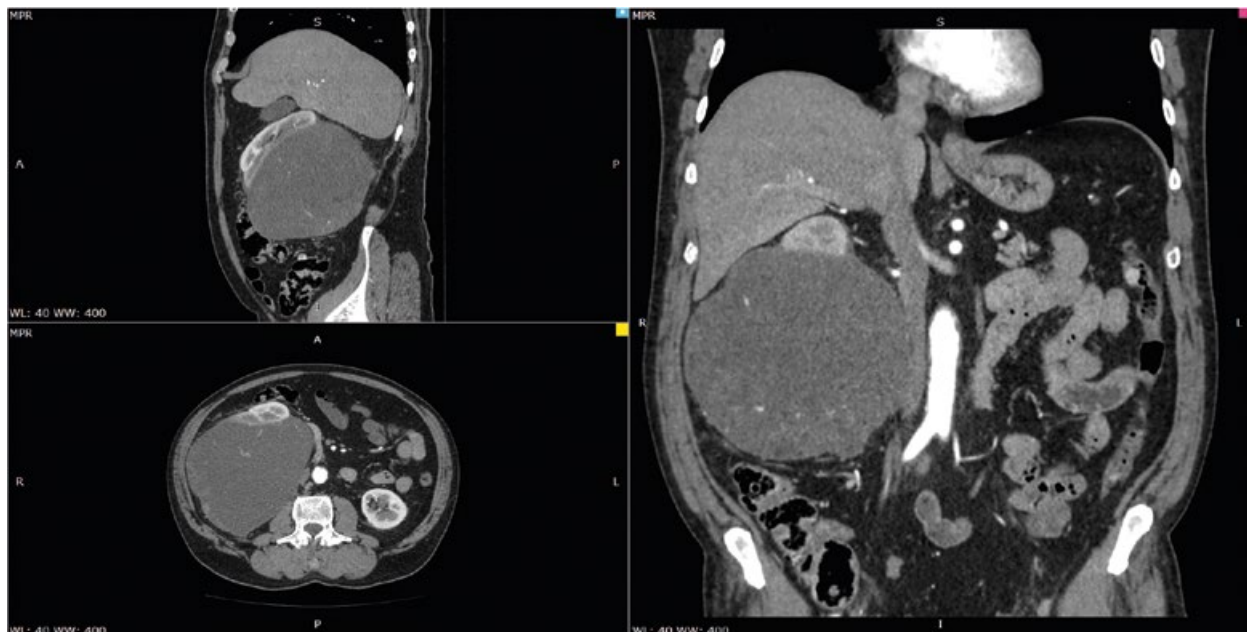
Компьютерная томография больного К., 65 лет. Визуализируется массивное опухолевое образование с вовлечением правой почки, измененные парааортальные лимфатические узлы
